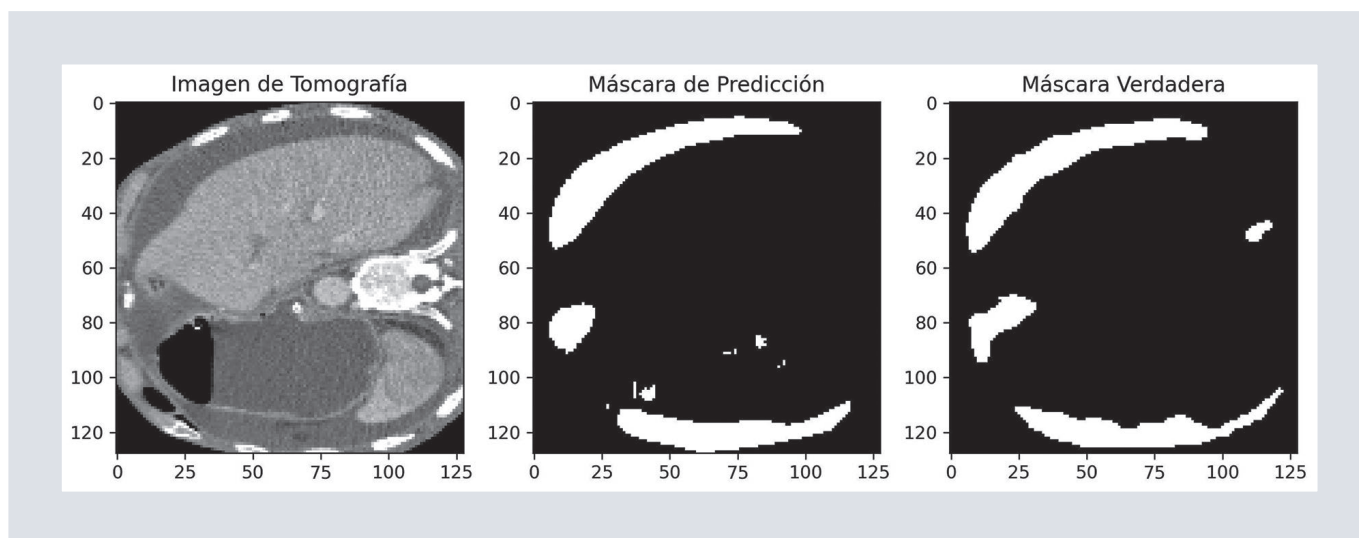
Imagen de tomografía computarizada, máscara verdadera y máscara de predicción.
